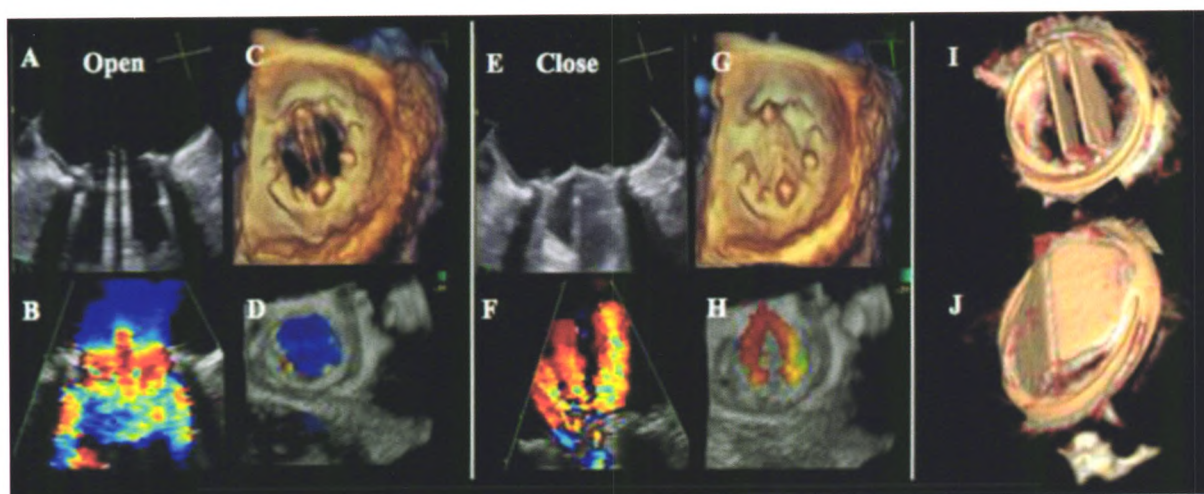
二尖瓣位置机械性瓣膜的正常图像 二尖瓣位置功能正常的机械性瓣膜 2D/3D 经食管超声心动图 (TOE) 图像: A-D, 从心房侧观察处于开放位置的二叶式机械性瓣膜的 2D/3D 及彩色血流显像, 注意在 2D/3D TOE 可同时显示两个半圆形侧孔和狭缝样中央孔, 2D TOE (B) 显示正常前向彩色血流多普勒和在三个瓣孔水平的血流加速; E-H, 从心房侧观察处于关闭位置的二叶式机械性瓣膜的 2D/3D 及彩色血流显像, 注意在 2D (F) 3D (H) 彩色血流显像显示的逆向彩色血流多普勒即生理性“冲刷性射流”的正常表现。从心房侧 (开放, I) 和心室侧 (关闭, J) 对二叶式瓣膜进行心脏 CT 扫描的容积重建
